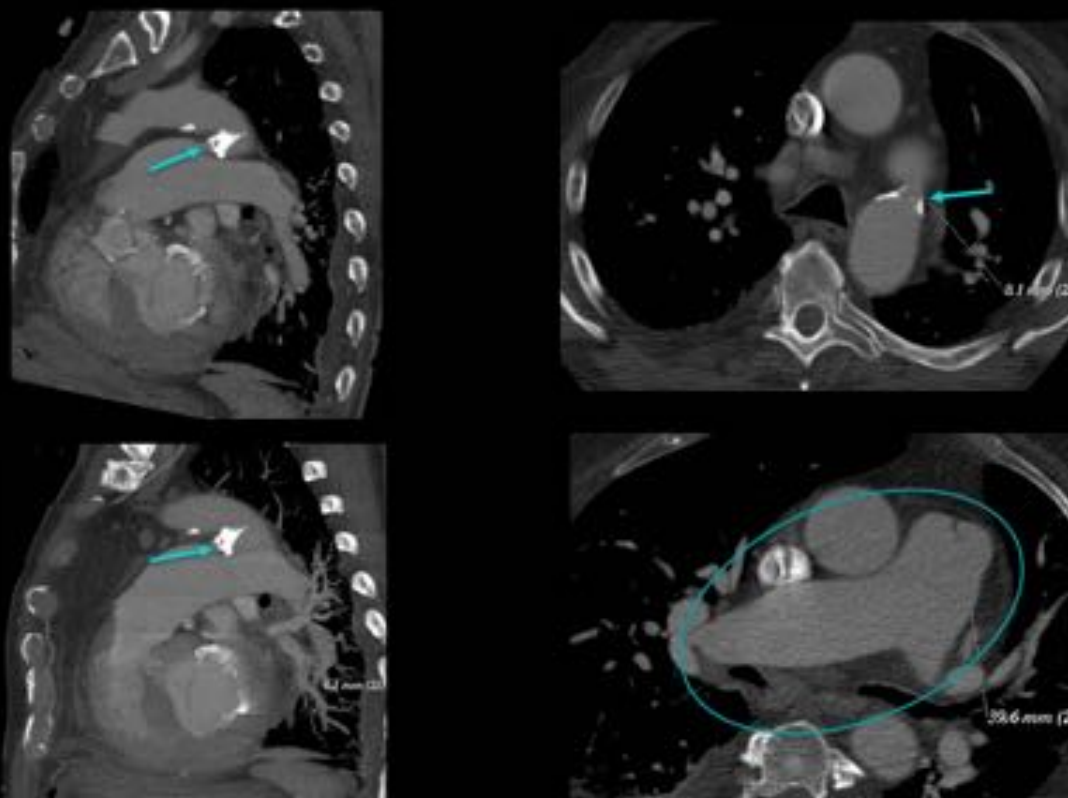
TC: MIP sagitales (izquierda) y cortes axiales (derecha). Flechas: DAP calcificado. Círculo: dilatación de tronco principal de la arteria pulmonar y arterias pulmonares, debido al shunt de izquierda a derecha por el DAP, causando HTP.
